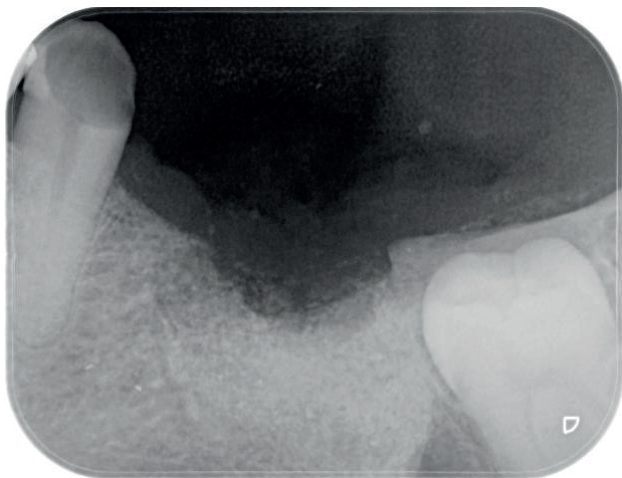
Radiografía periapical del postoperatorio inmediato.
